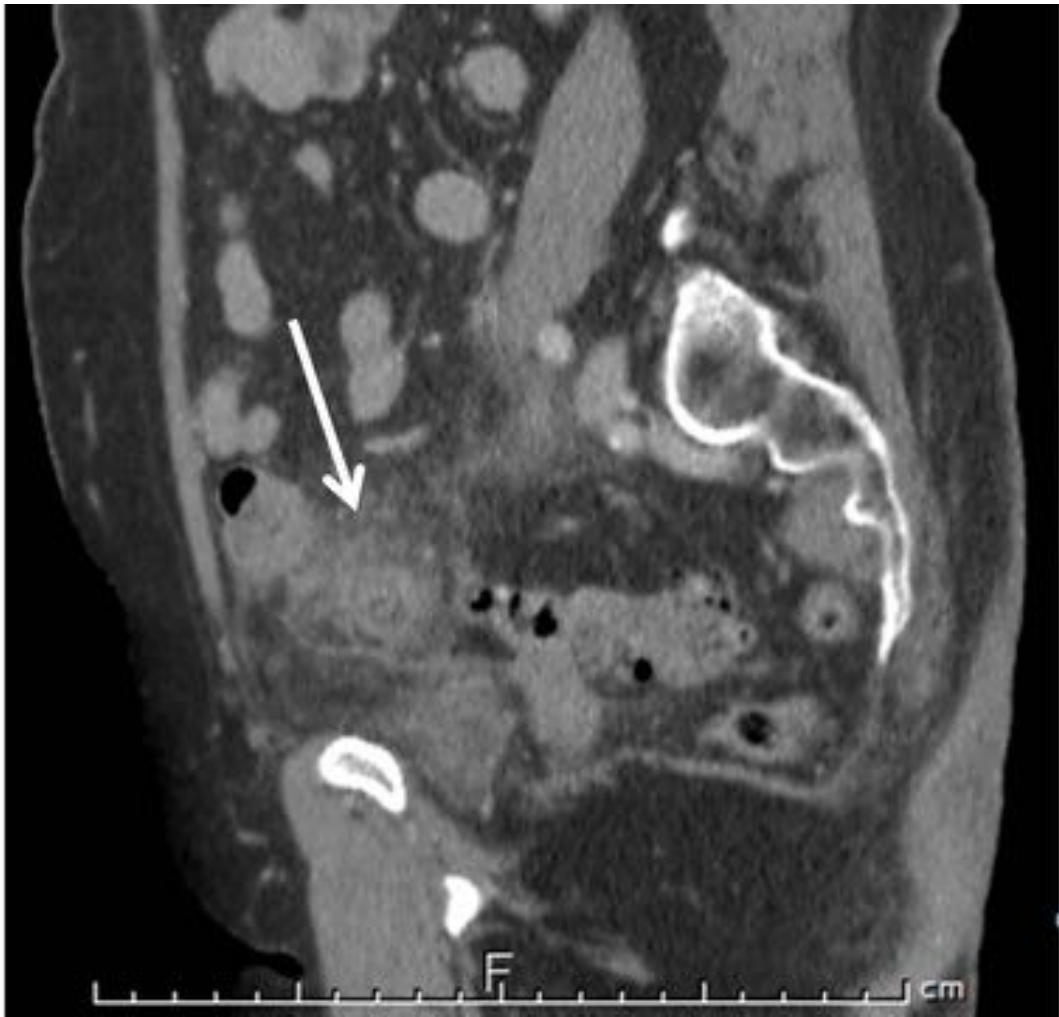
Fig 9. Se muestra la correlación de los hallazgos entre ecografía y TC, observándose la colección de la diverticulitis (grado IB) del mismo paciente de la figura anterior. Referencias: Servicio de Radiología y Cajal, Madrid, España.
